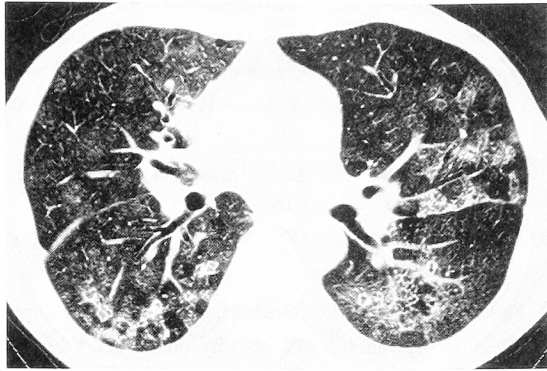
Chest CT on two weeks after admission showing diffuse centrilobular nodular opacities, and ground glass opacities in mosaic pattern with or without interlobular septal thickening in the middle and lower lung fields.
